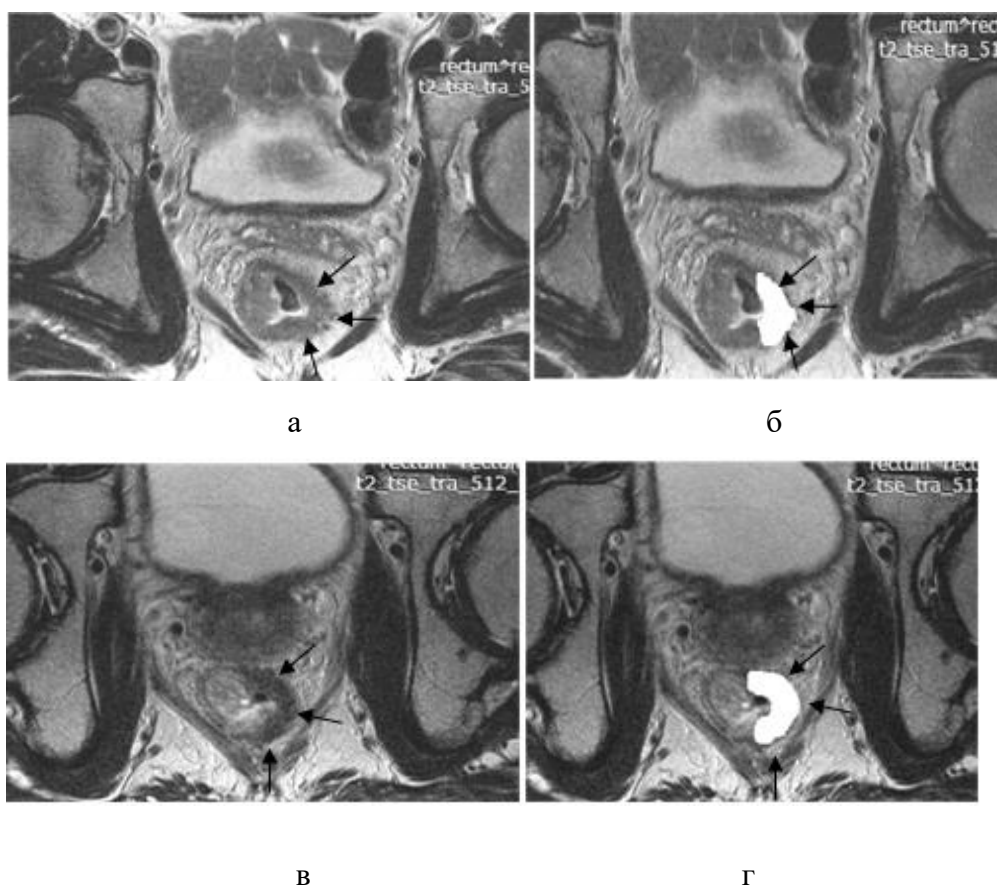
МРТ малого таза, опухоль по левой полуокружности прямой кишки с экстрамуральным распространением, Т2-ВИ, косо-аксиальный срез, пациент, ответивший на лечение (патоморфоз III степени): а) исходное изображение; б) изображение после сегментации, белым цветом выделена область для автоматического расчета параметров текстуры; в) изображение после НХЛТ; г) изображение после сегментации, белым цветом выделена область для автоматического расчета параметров текстуры
